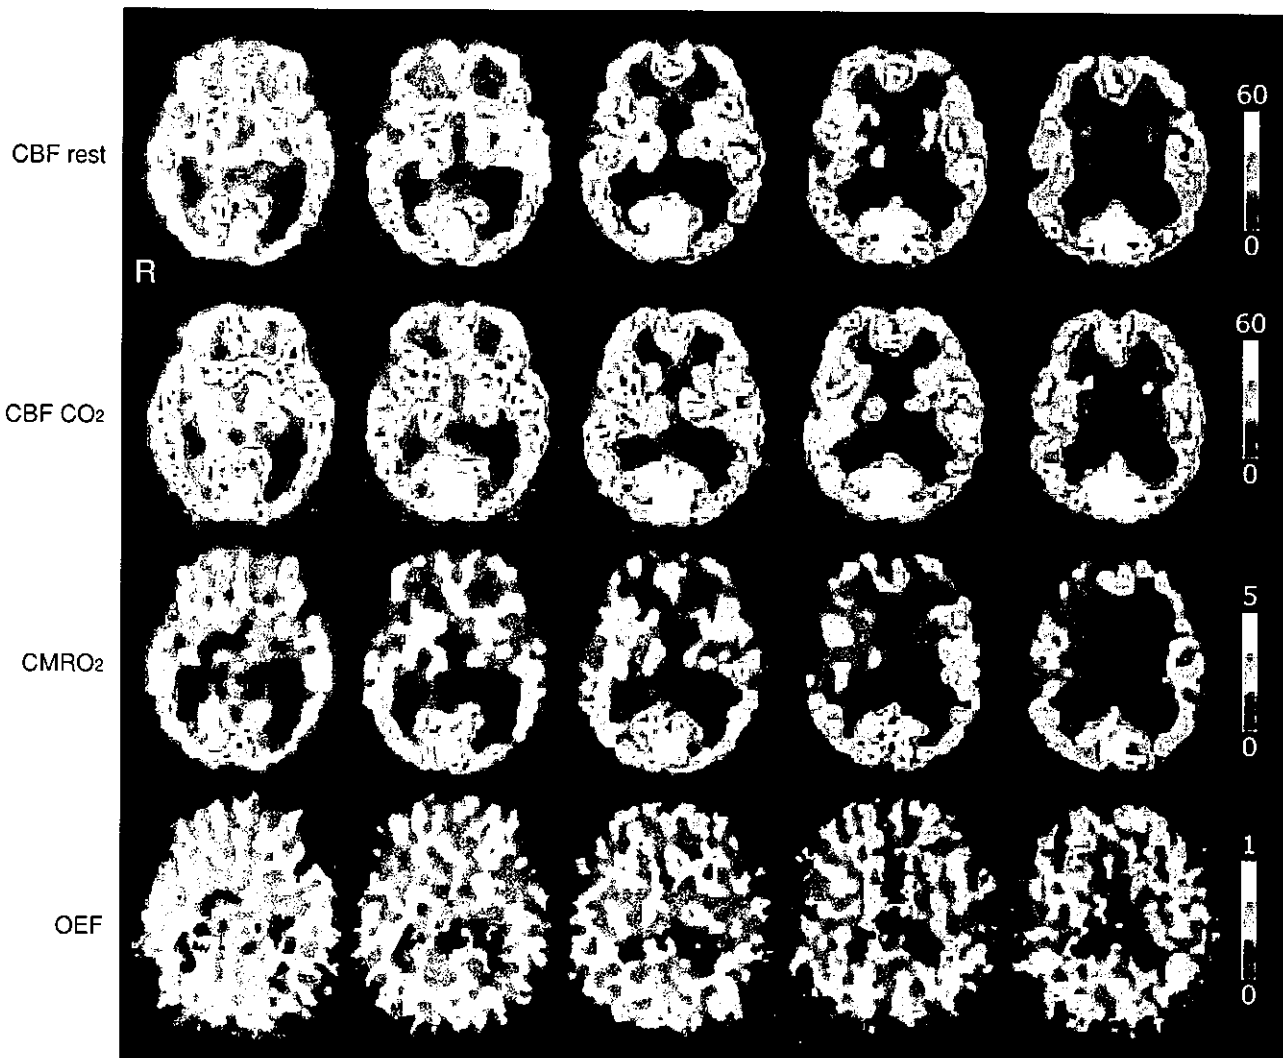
多発性ラクナ梗塞と多発性脳出血による血管性痴呆と診断された 54 歳、男性の PET 所見
